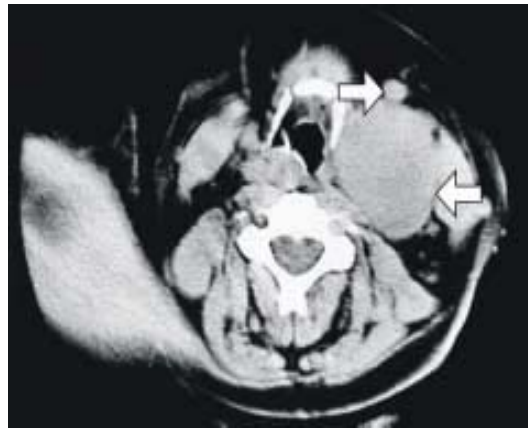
Tomografía axial computada, que muestra tumor de cuerpo carotídeo de grandes dimensiones (flechas) que comprime tejidos adyacentes, observar asimetría de la traquea.
